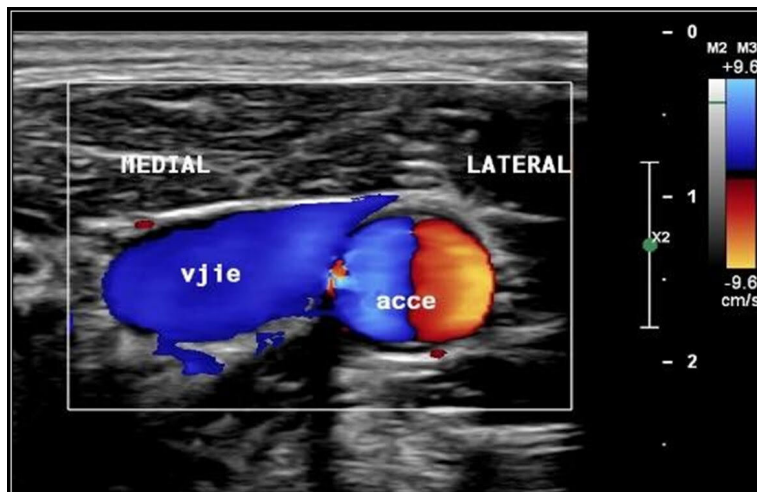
Ultrassonografia vascular com Doppler (modo B) cervical à esquerda demonstrando o posicionamento da veia jugular interna medial ao trajeto da artéria carótida comum (mesmo nível e a uma distância < 10 mm).
